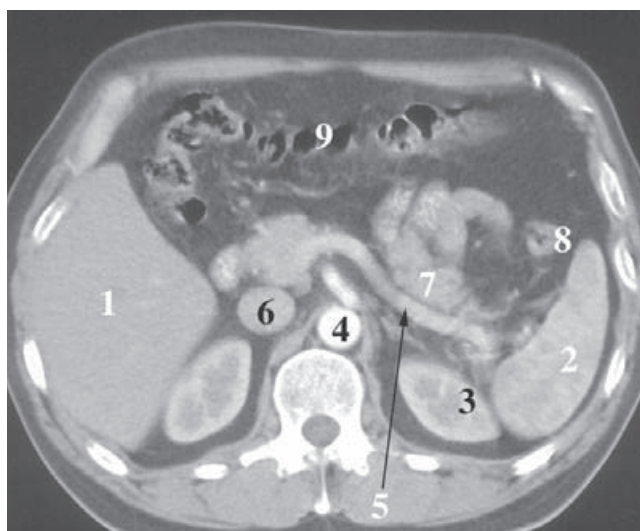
TC de la cavidad abdominal. 1) Hígado; 2) bazo; 3) riñón izquierdo; 4) aorta abdominal; 5) vena esplénica; 6) vena cava inferior; 7) cuerpo del páncreas; 8) colon descendente; 9) colon transverso.
